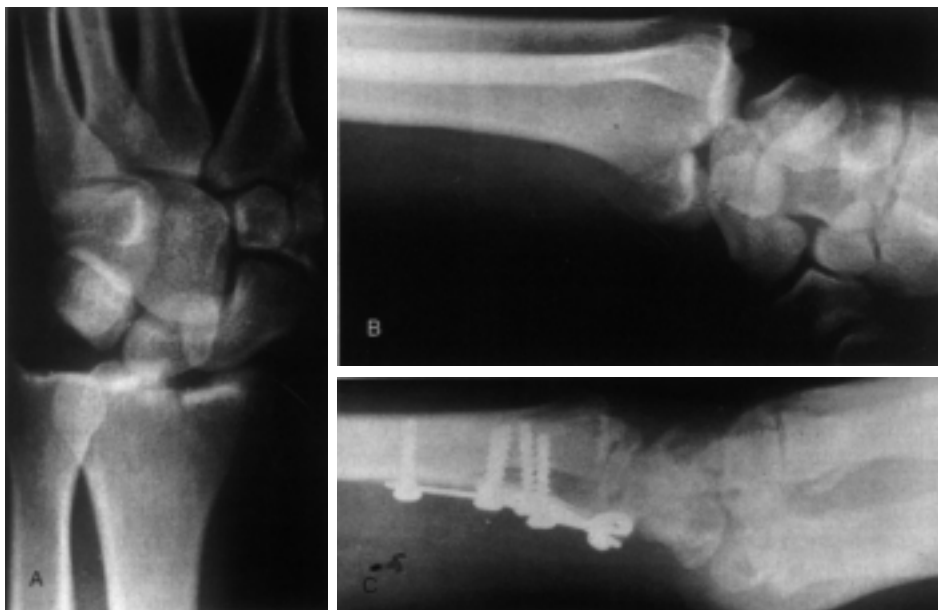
4А-4С. Сложный переломовывих доминирующей конечности у 41-летнего спортсмена (пациент 9). (А) Рентгенограмма в передне-задней и (В) боковой проекции демонстрируют вдавленный перелом с ладонным смещением. (С) В ходе вмешательства отломки были приподняты и фиксированы двумя пластинами для малых фрагментов с дополнительной губчатой пластикой.
